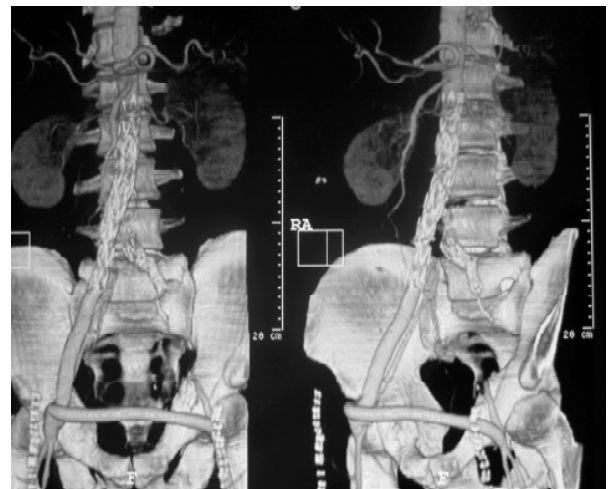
Caso 1: angiotomografia mostrando a correção endovascular aorto-monoiliaca com enxerto femoral cruzado
